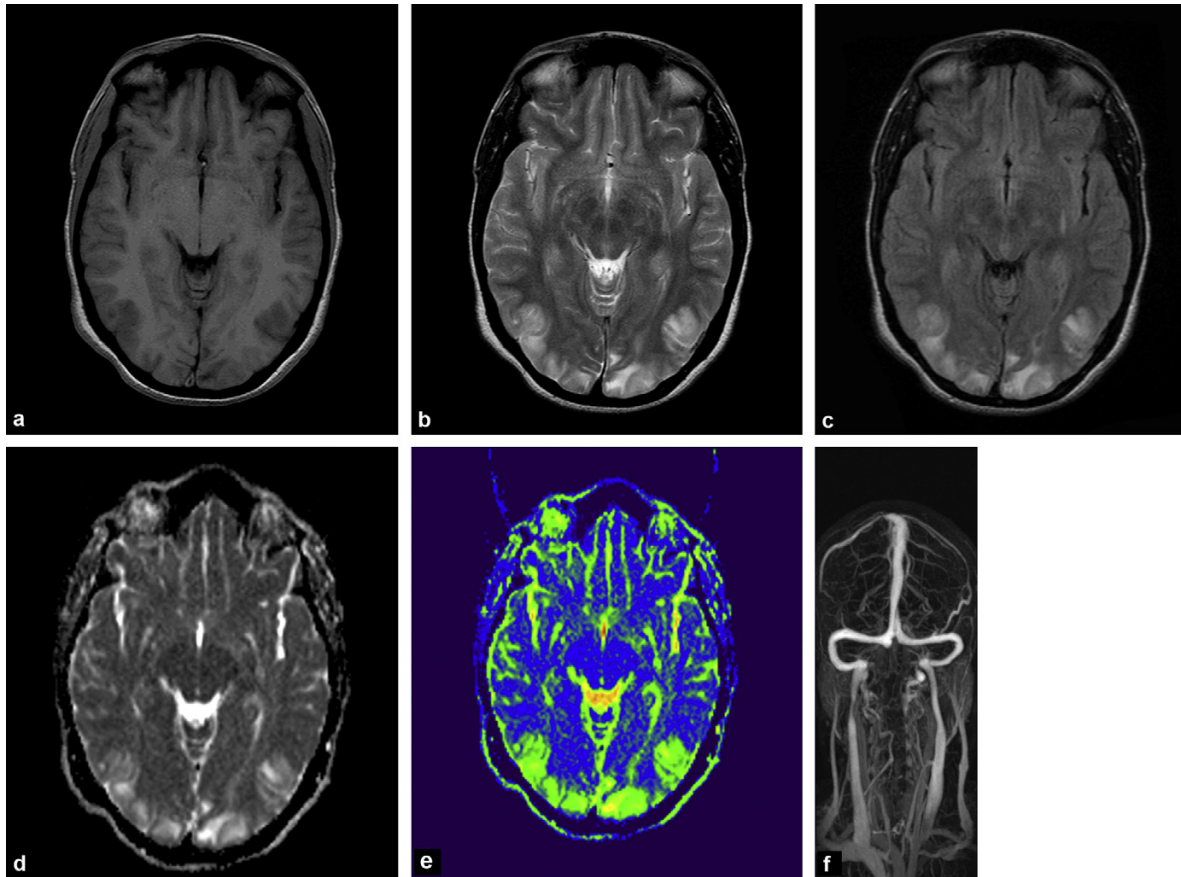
a : IRM encéphalique coupe axiale T1 : lésions occipitales en hyposignal ;
